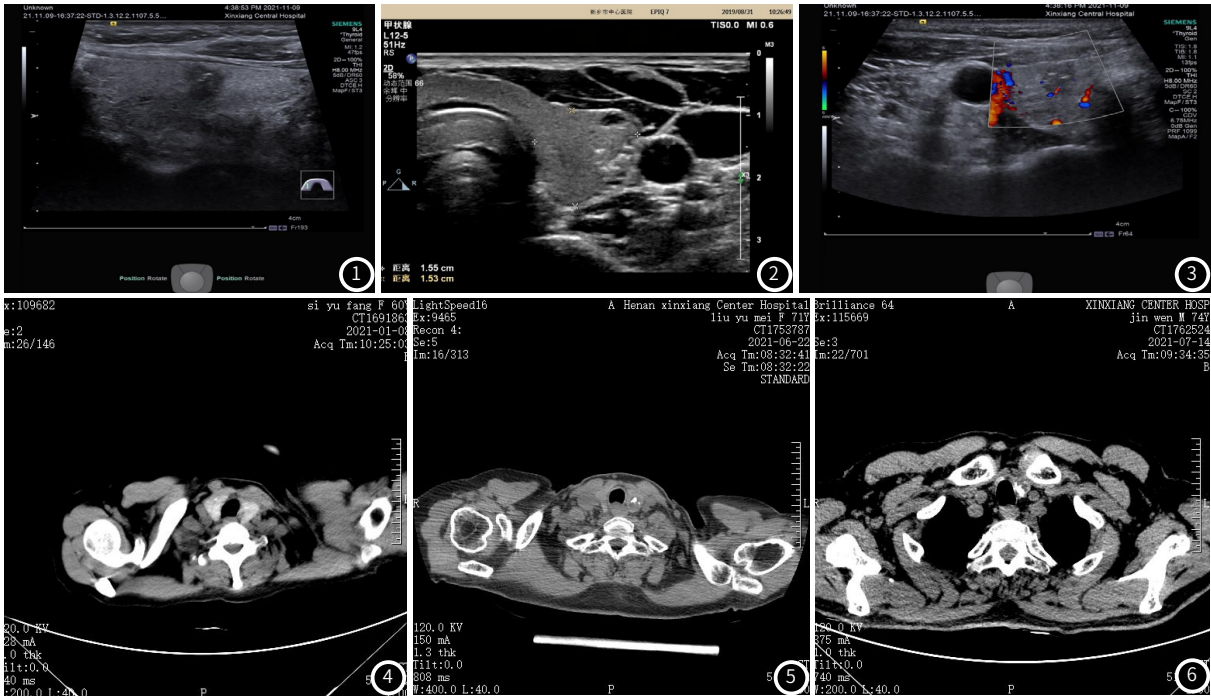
甲状腺右侧叶纵切面超声见低回声，边界不清，形态不规则，紧临前方背面，前方背面连续性完整，内见短条状强回声。图2 甲状腺横切面超声可见其结节紧左侧临颈动脉，内可见数个短条状强回声。图3 超声显示内部见短条血流信号。图4 CT可见甲状腺结节边缘欠清，密度不均。图5 CT显示甲状腺结节点状钙化灶。图6 CT见甲状腺结节粗钙化
